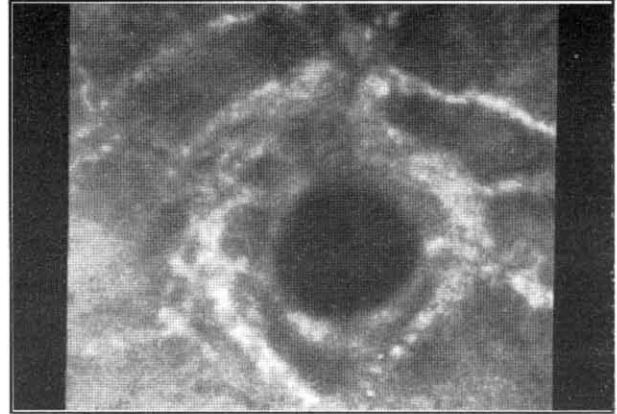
Flörescin anjiografide çatlaklarda hiperflöresans, aynı çatlakta hipo ve hiperflöresans (siyah ok)
